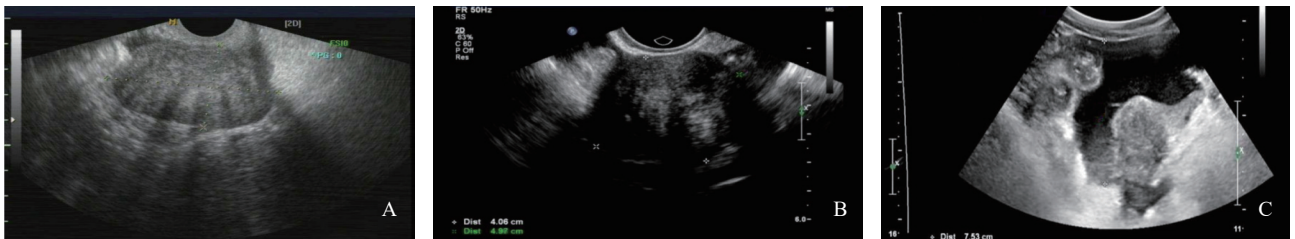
血清CA125、HE4检测联合超声GI-RADS分类鉴别卵巢肿瘤
